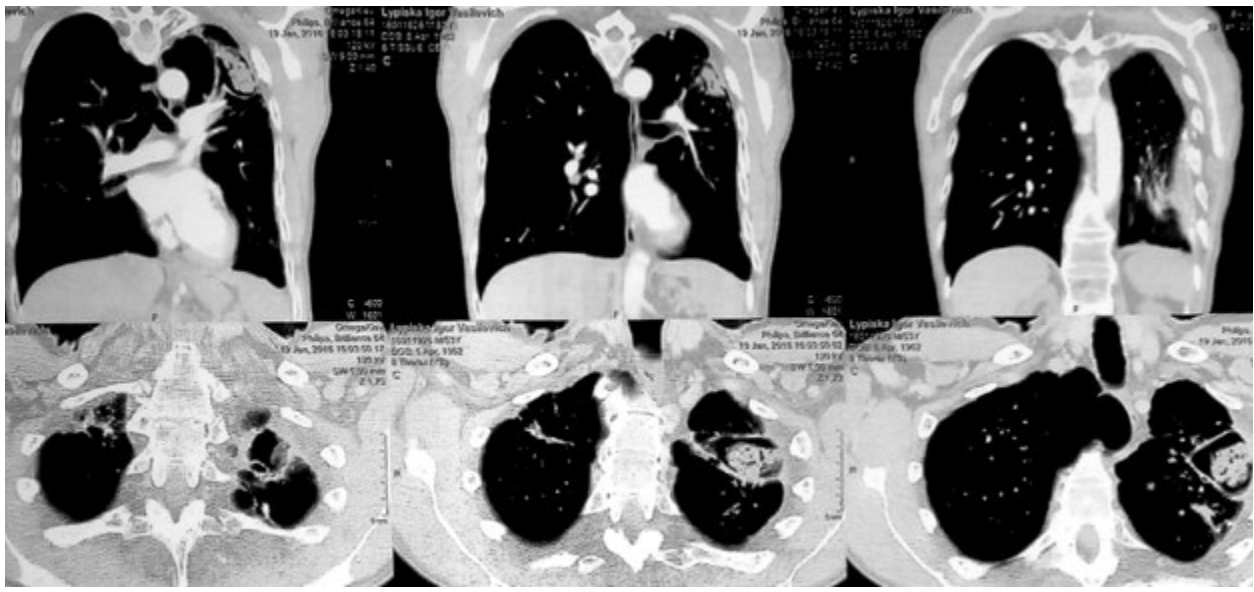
Комп'ютерна томографія органів грудної порожнини до операції (випадок № 1)
